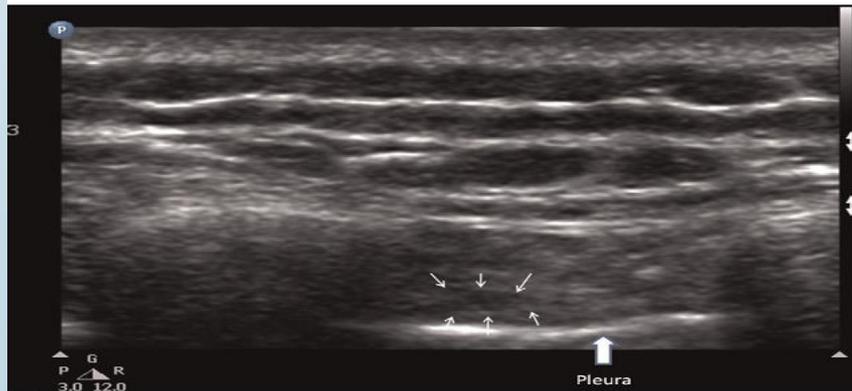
Sonoanatomy of the intercostal space in a model (GE Logic E platform, 12L probe). Toggling maneuver (tilting the probe) shown on a model in (b) and (c). Figure 2a, longitudinal position of probe/Figure 2d, longitudinal sonogram of the intercostal space/Figure 2e, transverse sonogram of the intercostal space showing the rib/Figure 2f, transverse sonogram of the intercostal space showing the intercostal muscles and pleura.
